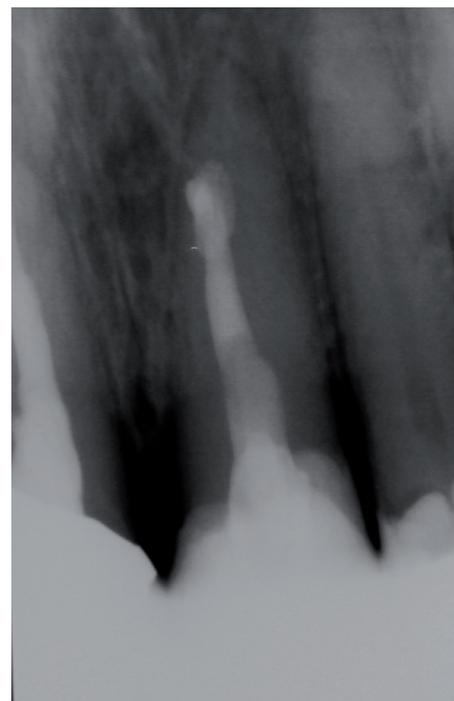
Kontrollröntgenbild nach Wurzelfüllung Zahn 21, Hinweise auf möglicherweise überpresstes Wurzelfüllmaterial im apikalen Bereich.
